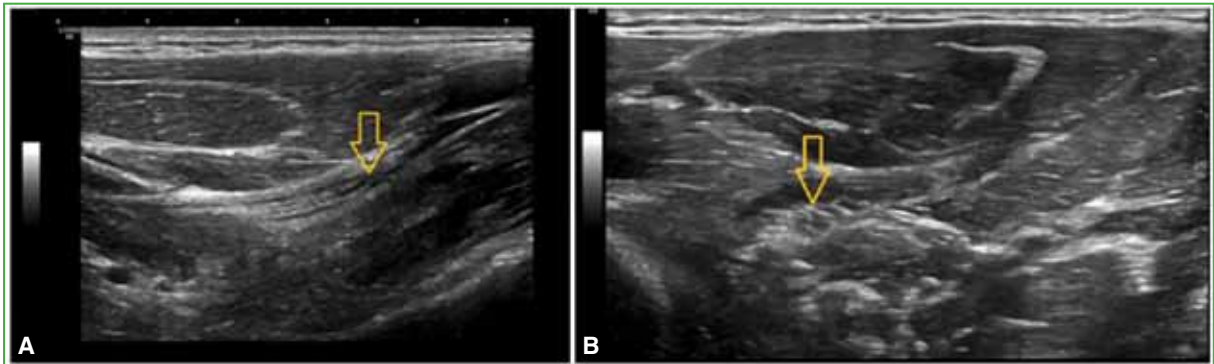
Ecografía de la cara ventral del antebrazo derecho. A. Corte longitudinal. B. Corte transversal. Compresión del nervio mediano a su paso entre las cabezas del músculo pronador redondo. La flecha muestra la compresión del nervio mediano a su paso entre las cabezas del músculo pronador redondo.
